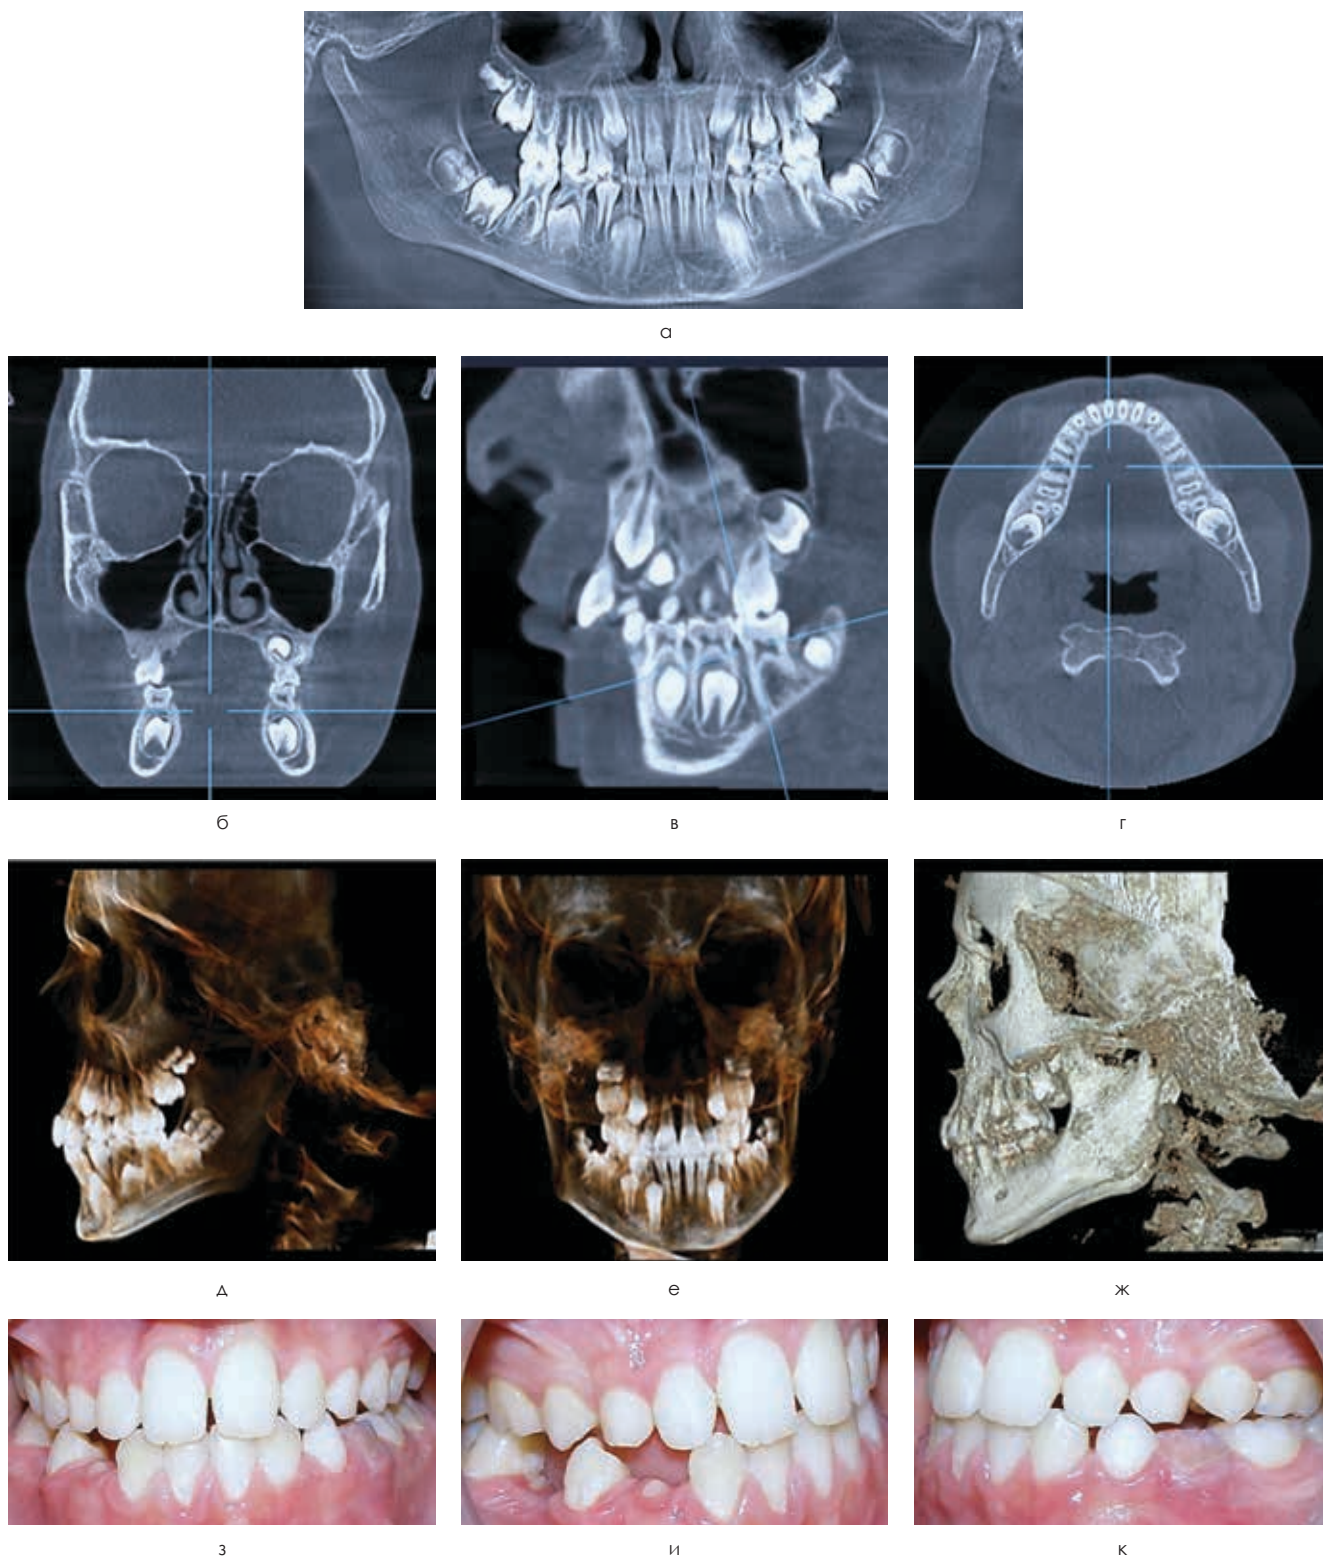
Пациент С., 8 лет. MIP изображение панорамного построения челюстных костей (а); конусно-лучевая компьютерная томограмма в коронарной (б), сагитальной (в), аксиальной (г) проекции; 3D панорама при FOV 8×15 в опции «Un-shaded» и «Teeth», режиме VR в сагитальной (д) и коронарной (е) проекции; 3D панорама при FOV 8×15 в опции «Bone», режиме VR в сагитальной (ж) проекции; окклюзионные взаимоотношения во фронтальной (з), боковой правой (и), боковой левой (к) проекциях
